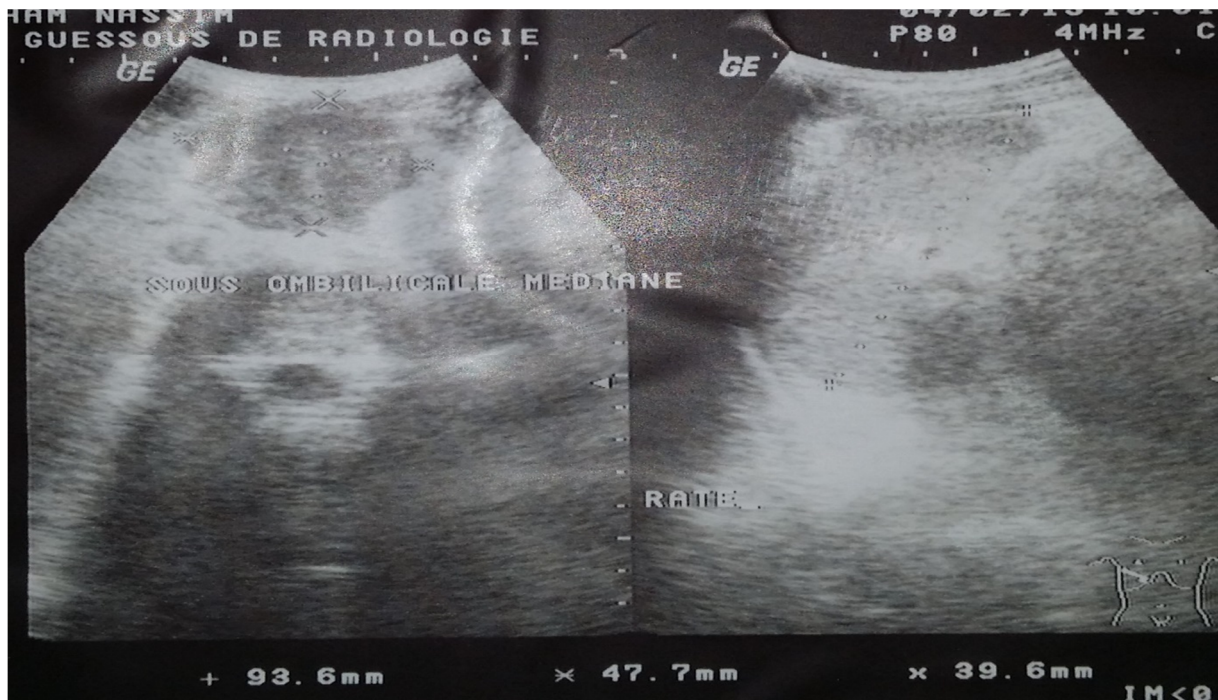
échographie, Masse tissulaire hypoéchogène hétérogène (cas 24)
